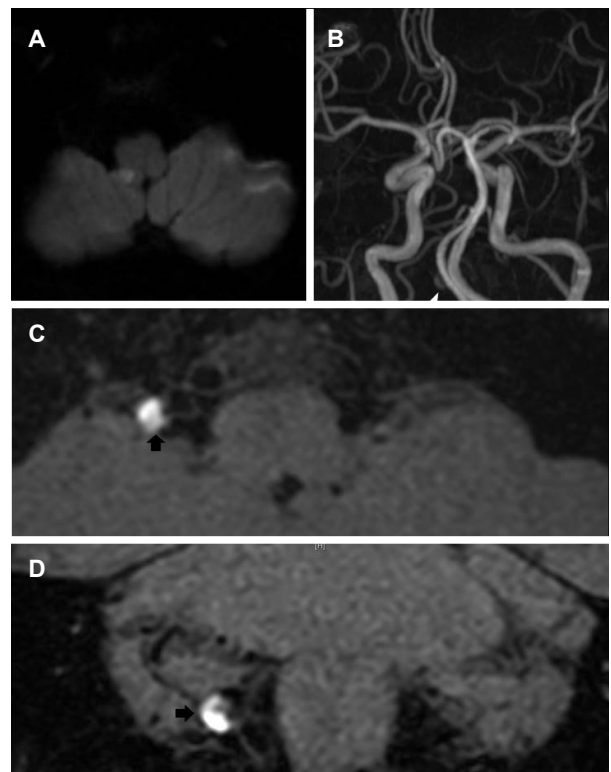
Conventional brain MRI and brain MRA (A, B) and high-resolution vessel wall MRI (C, D) of case 2 subject. Diffusion-weighted image shows acute infarction of right lateral medulla (A). Focal dilatation of right PICA is observed in TOF angiography (B, arrowhead). Intramural hematoma in proximal part of right PICA is seen in axial and coronal T1-weighted fat-suppression non-contrast image (C, D, arrows). MRI; magnetic resolution image, MRA; magnetic resolution angiography, PICA; posterior inferior cerebellar artery, TOF; Time-of-flight.
